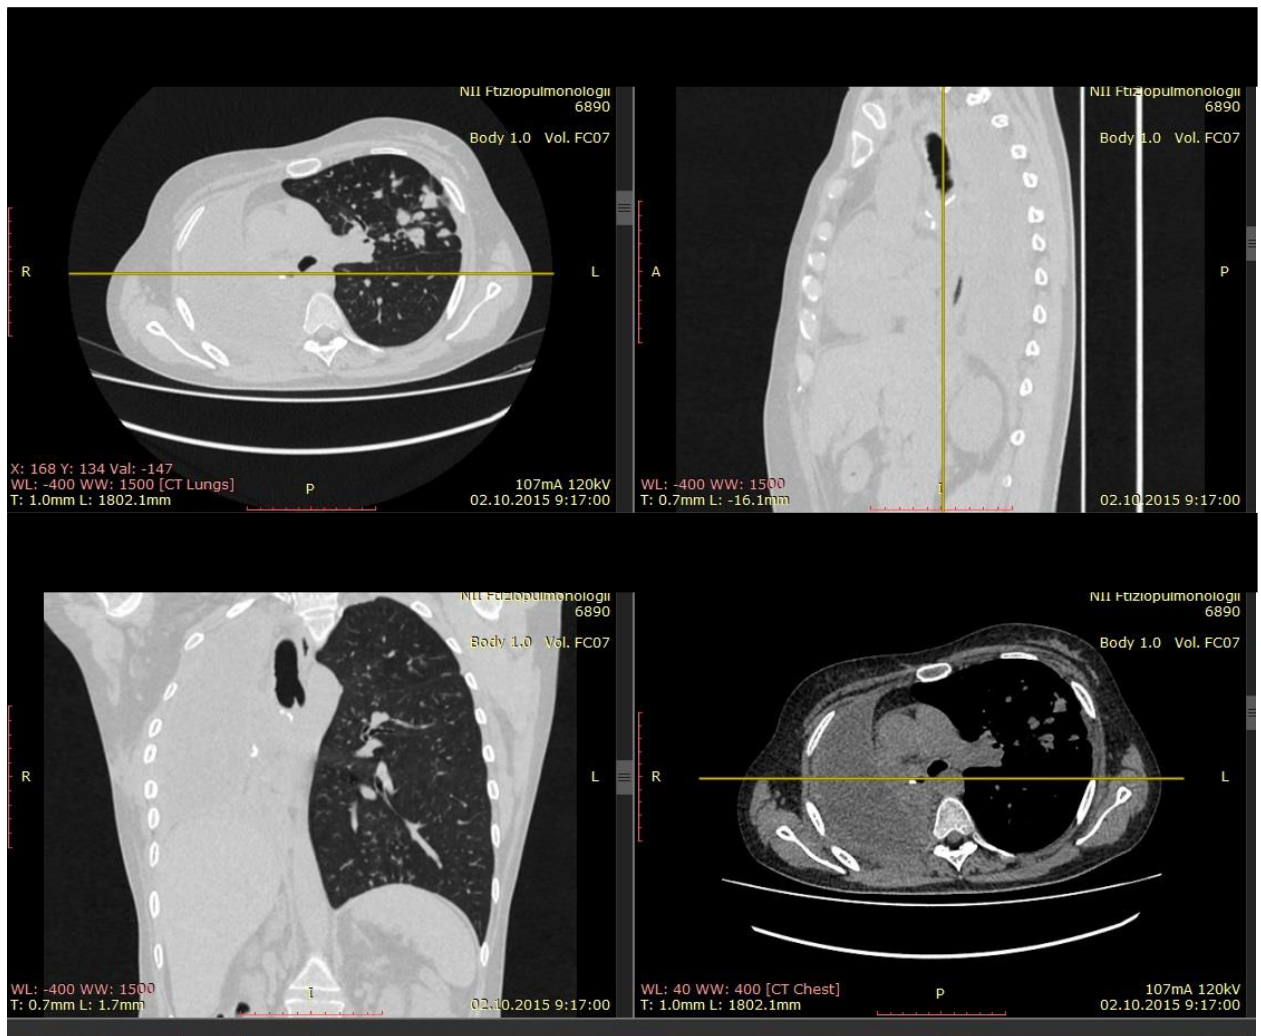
СКТ органов грудной клетки перед выпиской из стационара
